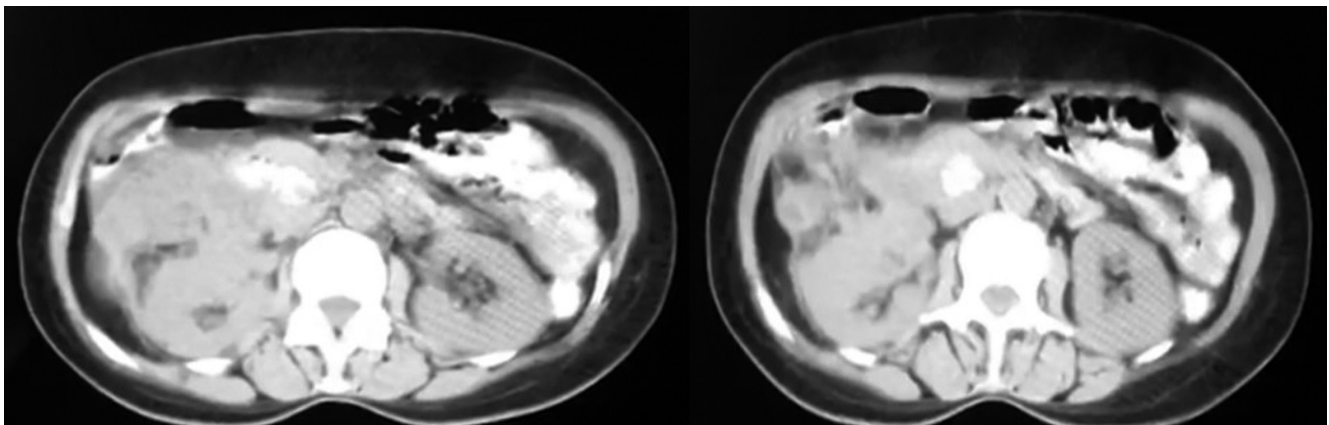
TAC dinámica de hígado. Imagen propiedad de los autores.
